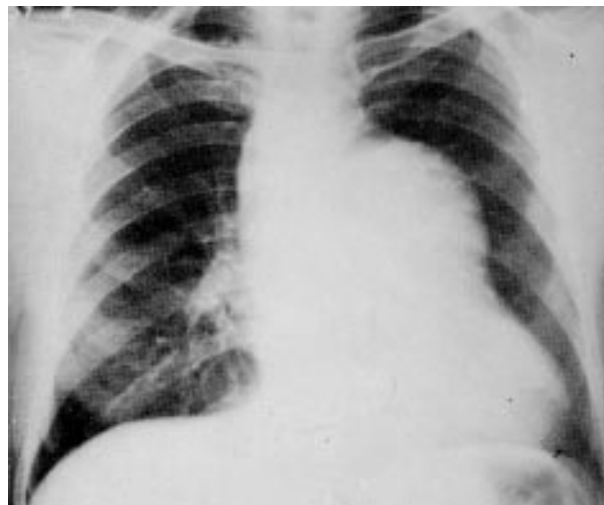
Radiografia de tórax demonstrando dilatação do tronco artéria pulmonar. A vasculatura pulmonar periférica é normal.
